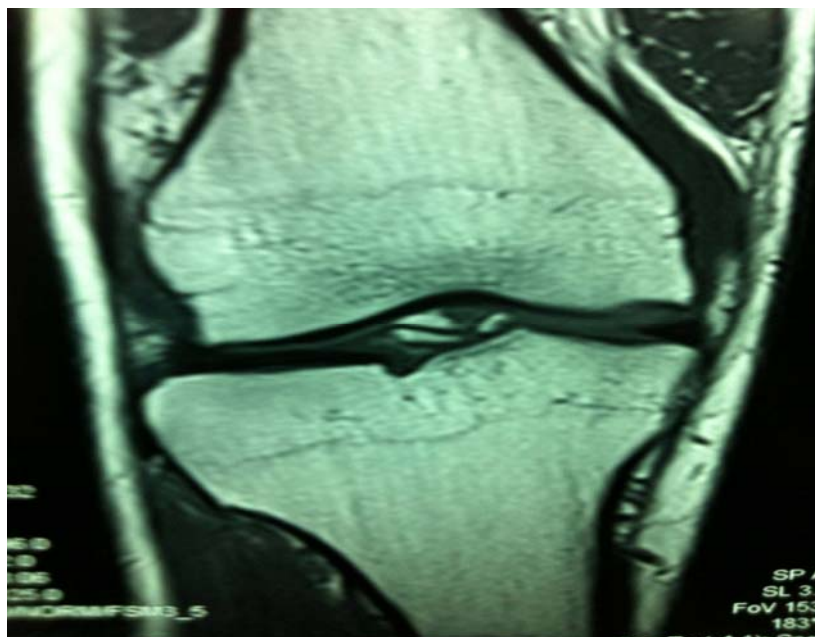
Coupe axiale d'une IRM objectivant un aspect d'un ostéochondrome intra articulaire.
